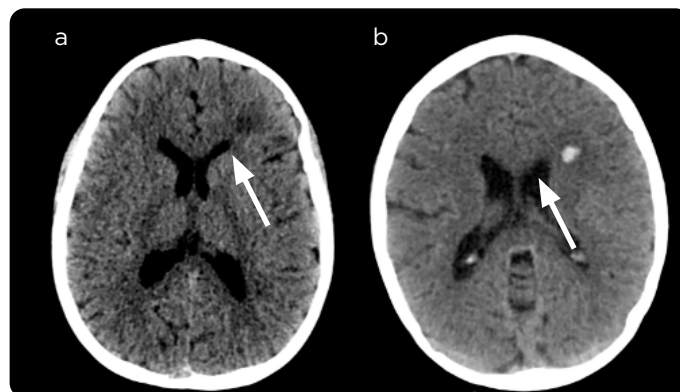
Paciente masculino, 9 años de edad, con antecedente de ACF, quien ingresó en contexto de ACV isquémico con hemiparesia derecha. a) TAC de cráneo simple de ganglios basales y b) ventrículos laterales. Área de baja densidad de la sustancia blanca en la región frontal izquierda correspondiente a cambios de isquemia. Al cabo de 12 horas, lesión intraaxial de alta densidad, redondeada, de aproximadamente de 3 mm en relación con transformación hemorrágica.
